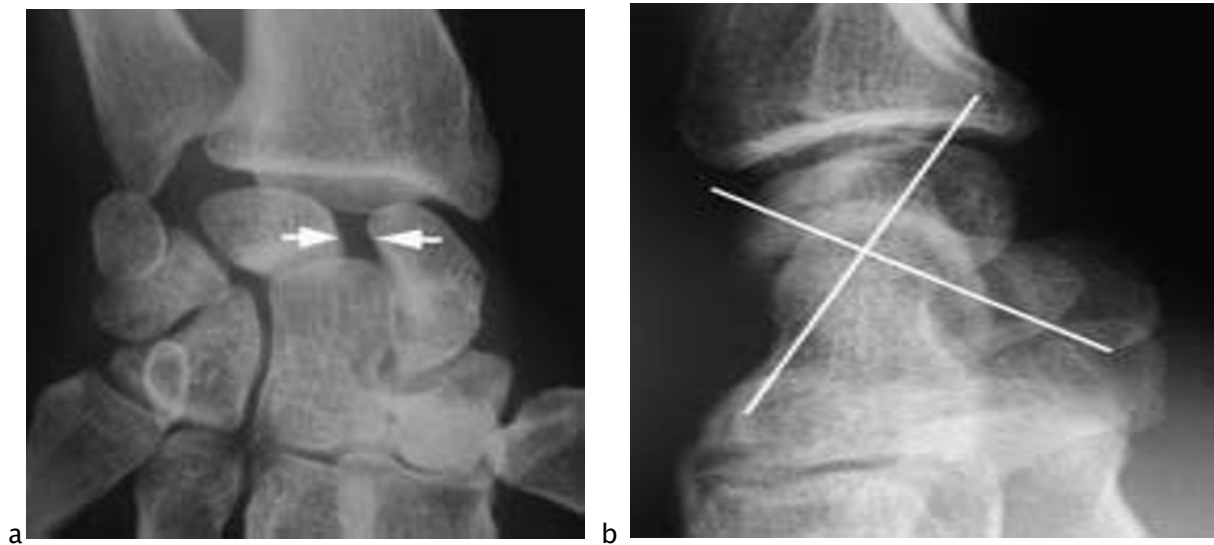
Radiographies d'un poignet gauche.
